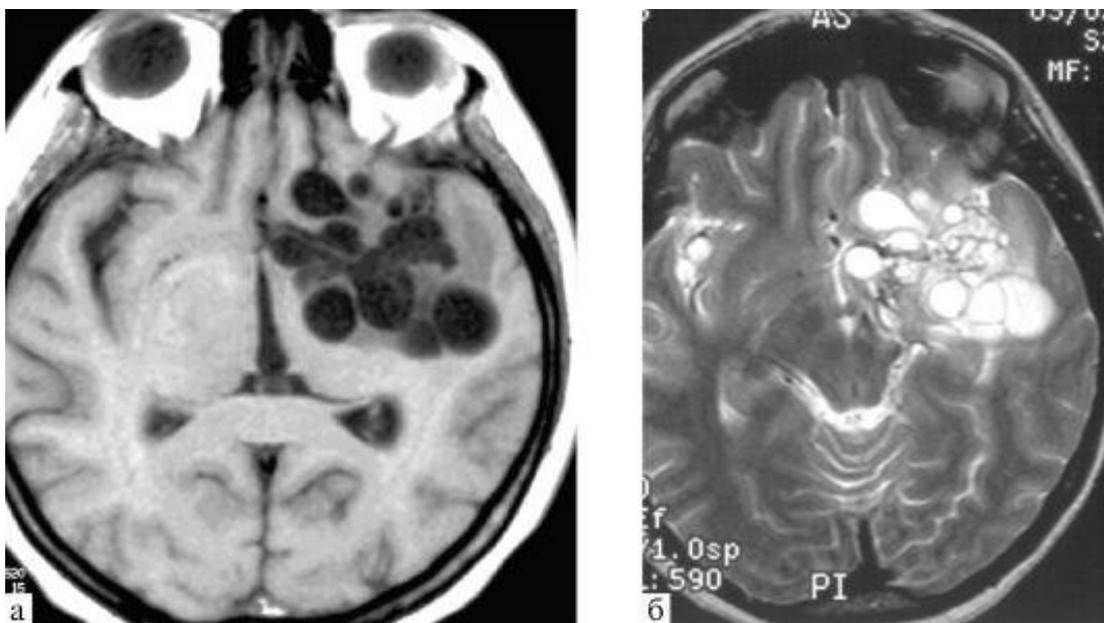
МРТ больного поликистозным эхинококкозом головного мозга
